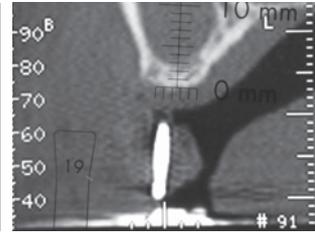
Tomografía preoperatoria de la región del 26.
